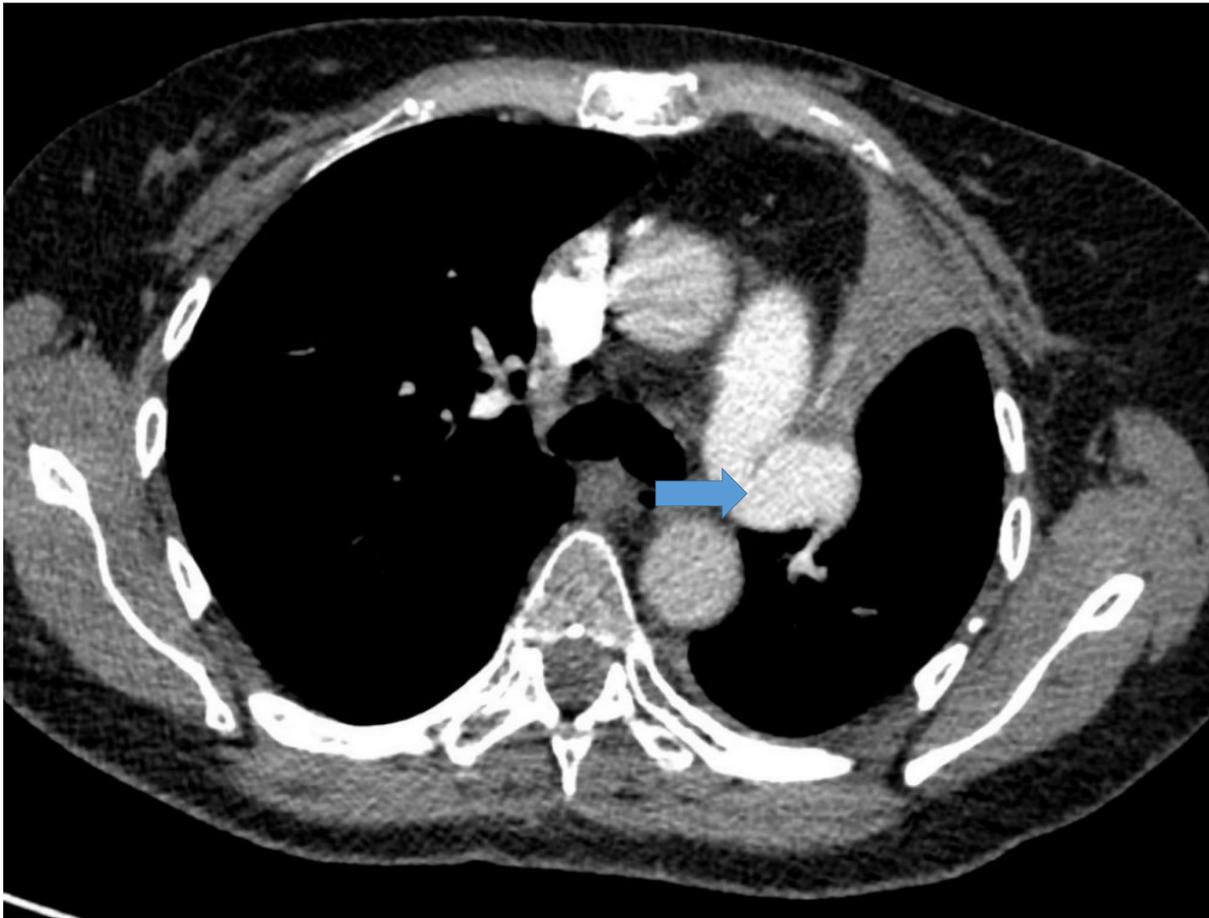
TC axial con hallazgos que sugieren estenosis arterial
